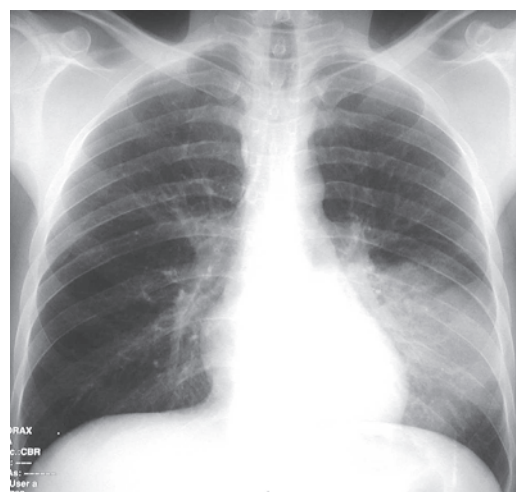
Telerradiografia torácica onde se observa hipotransparência heterogénea de limites bem definidos localizada na metade inferior do campo pulmonar esquerdo
